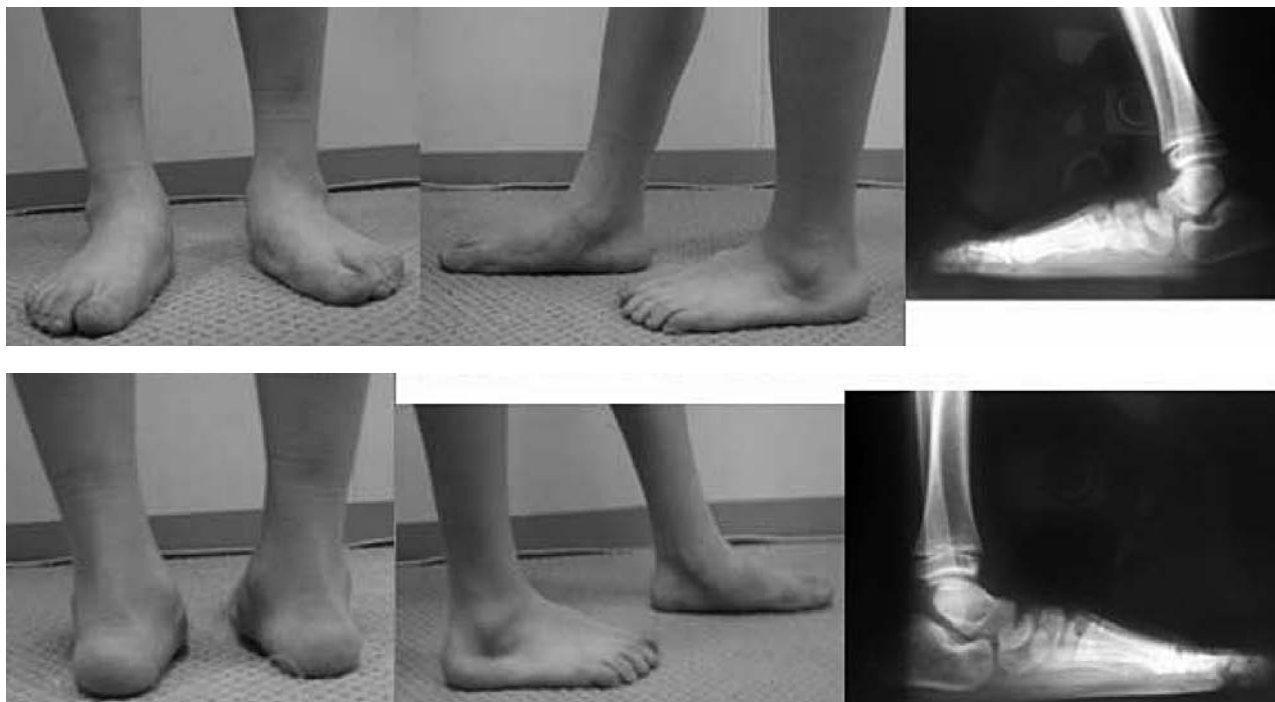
Пациент П., 5 лет. Диагноз: врожденная плосквальгусная деформация обеих стоп. Внешний вид стопы и рентгенограммы при поступлении
